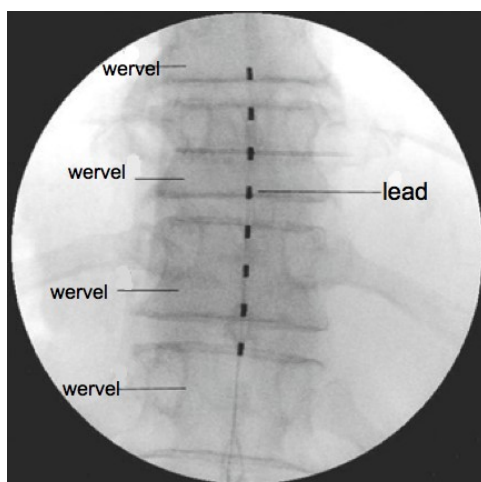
Röntgenfoto van de wervels van voren genomen waarbij de lead wordt afgebeeld.
